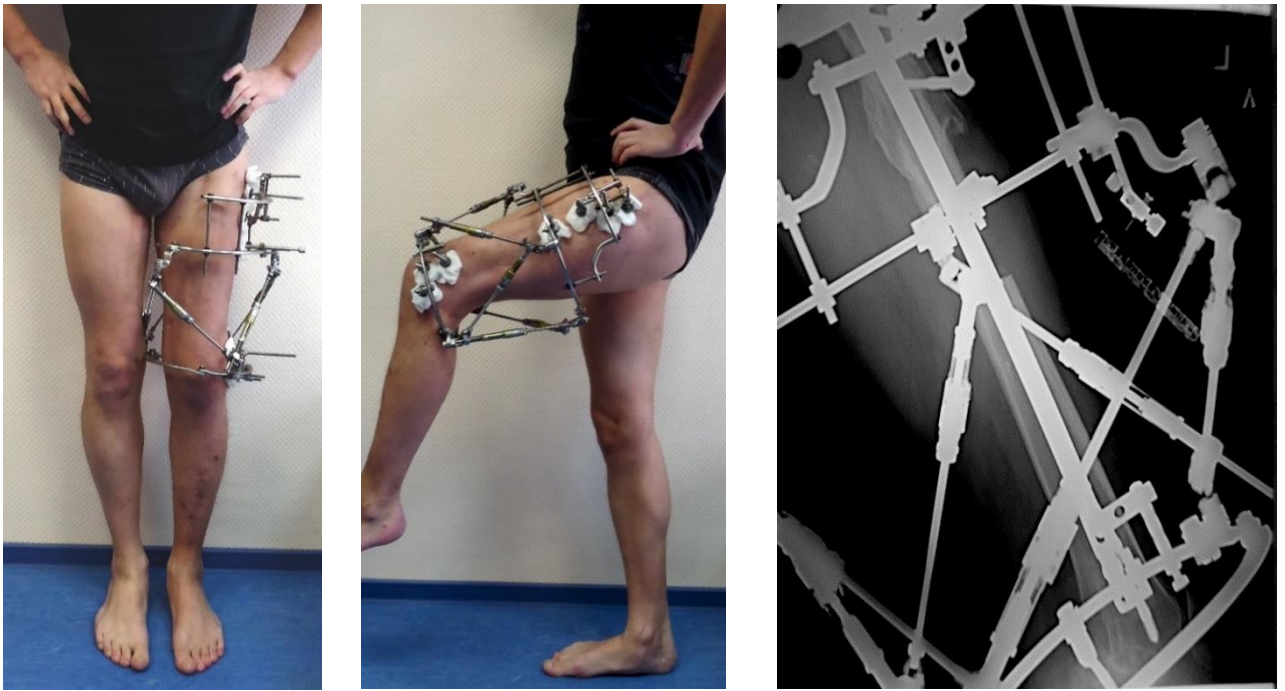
Пациент А. до удлинения: а – внешний вид; б – функция коленного сустава; в – рентгенограмма.
